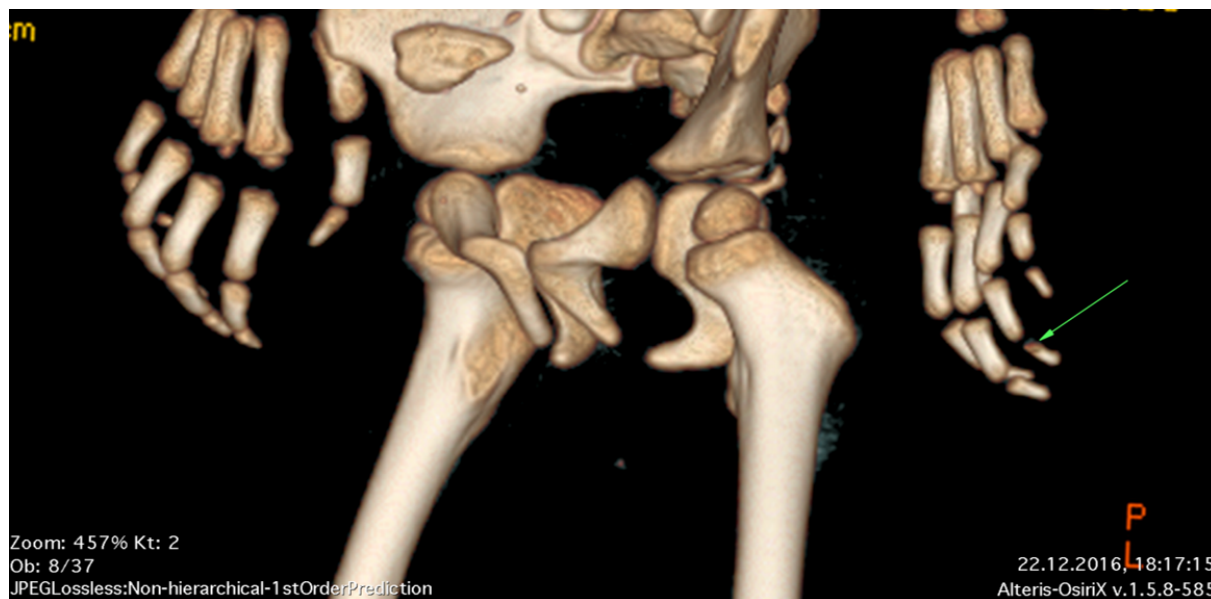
Distortion of the base of the phalanx of the distal finger of the fourth left hand (arrow), corresponding to a previous fracture/crushing, visualized in a post-dissection CT examination.
